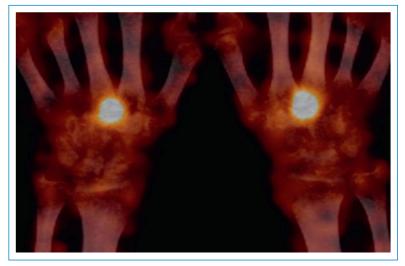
32-jährige Patientin mit Handschmerzen beidseits. Die SPECT/CT identifiziert die Schmerzursache aufgrund einer Normvariante des CMC-III-Gelenks beidseits («carpal boss»).
